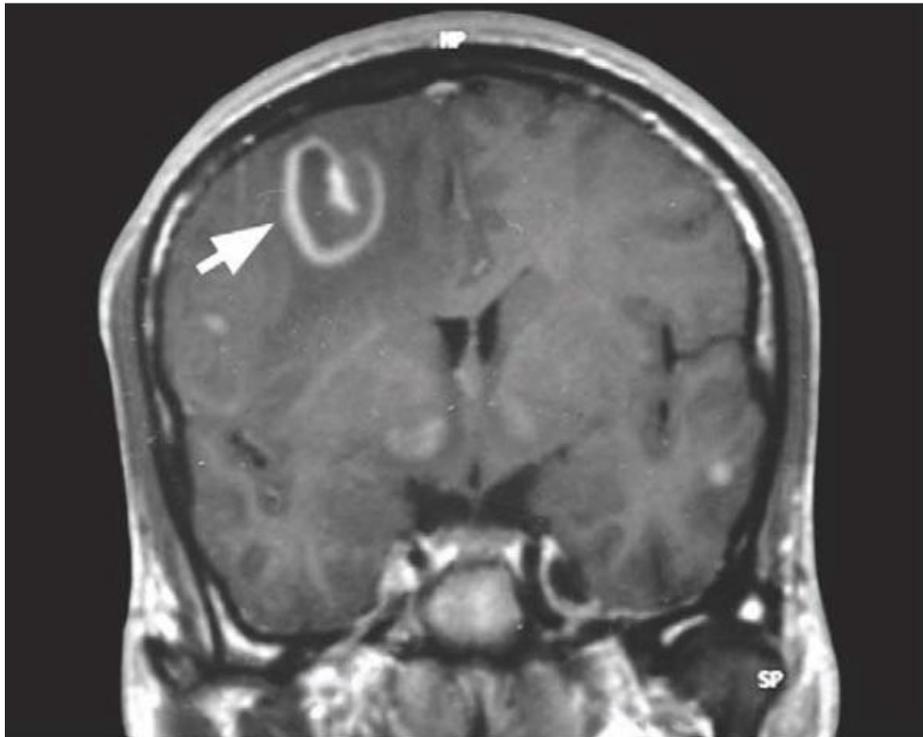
Imagen en RM corte coronal en T1 post-contraste muestra un signo característico de diana excéntrica característica de toxoplasmosis del SNC en el lóbulo frontal derecho (flecha). Autor: Radiopedia.org (62).
